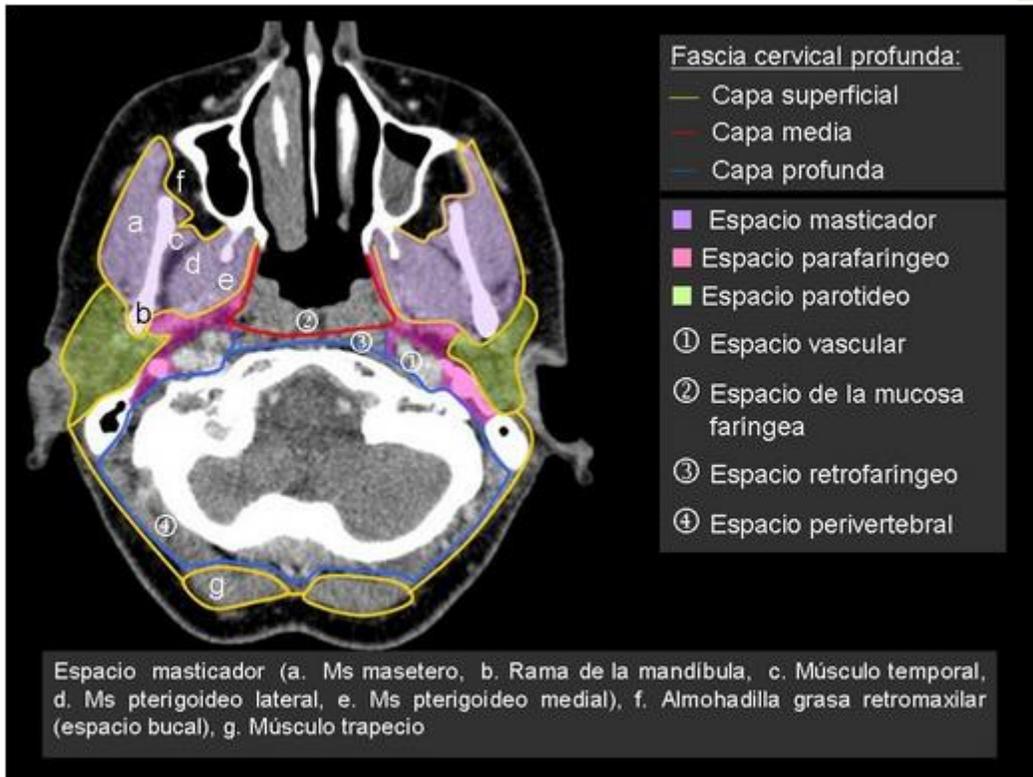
TAC, límites entre estructuras.<sup>13</sup>
